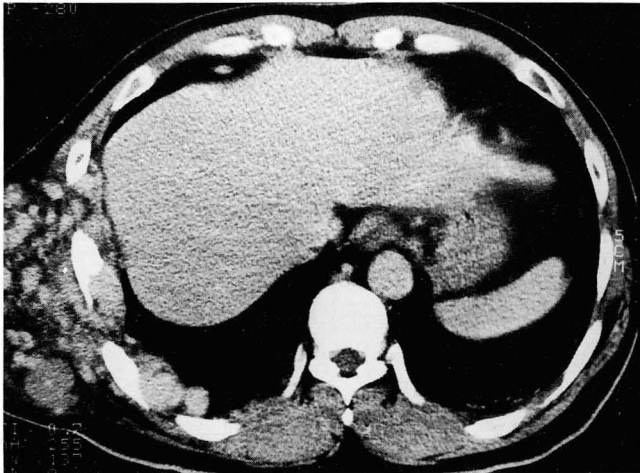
Chest axial CT scan with contrast enhancement shows numerous, dilated blood vessels in the right lateral chest wall involving the pleural surface and extending to the liver capsule.
